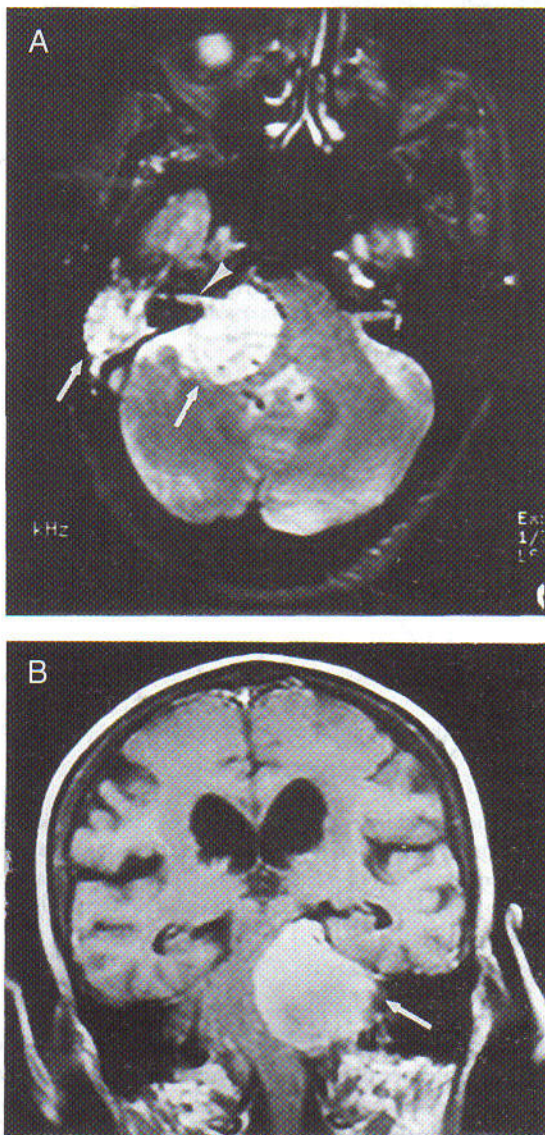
Resonancia magnética nuclear (RM) de un tumor glómico (A) y de un neurinoma del acústico (B) que afecta al nervio vestibular. Ambos pacientes sufrían mareo, náuseas y problemas de orientación espacial.
